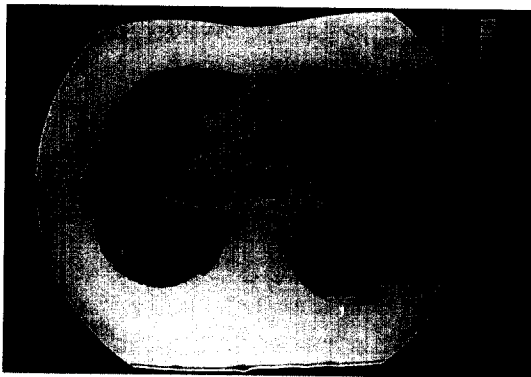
HRCT finding reveal bilateral ground glass attenuation on upper and middle lung zone and peripheral located ground glass attenuation on bilateral dependent portion.
